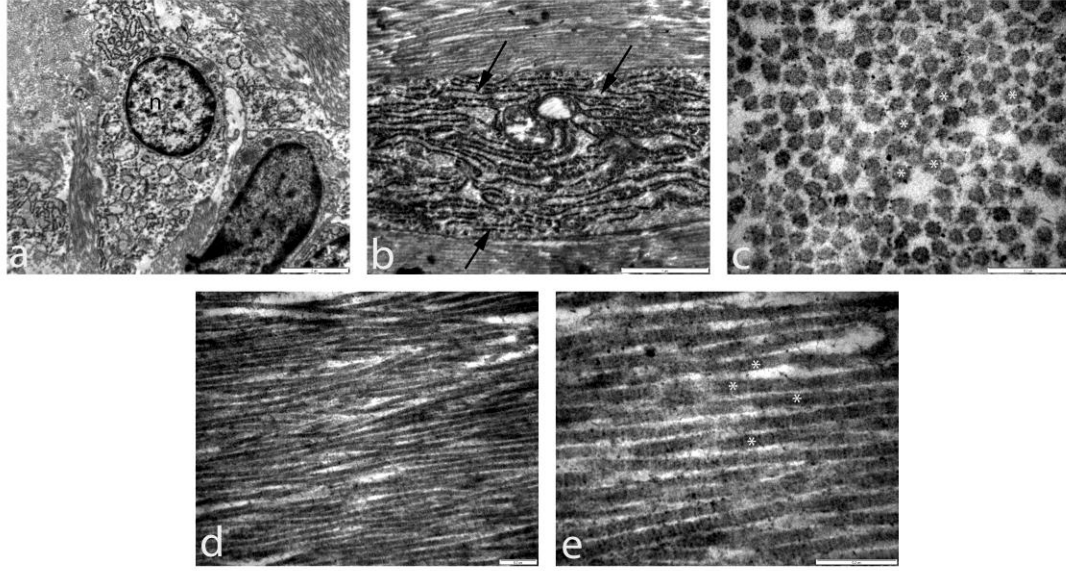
2 haftalık ultrason+kitosan grubuna ait TEM görüntüleri a) 10000 büyütmede transvers kesit görüntüsü n= nükleus, b) 6000 büyütmede kollajen liflerin longitudinal kesit görüntüsü, ← = golgi endoplazmik retikulum (GER), c) 77500 büyütmede transvers kesit görüntüsü, \* = kollajen lif d) 35970 büyütmede kollajen liflerin longitudinal kesit görüntüsü, e) 77500 büyütmede kollajen liflerin longitudinal kesit görüntüsü, \* = kollajen lif
